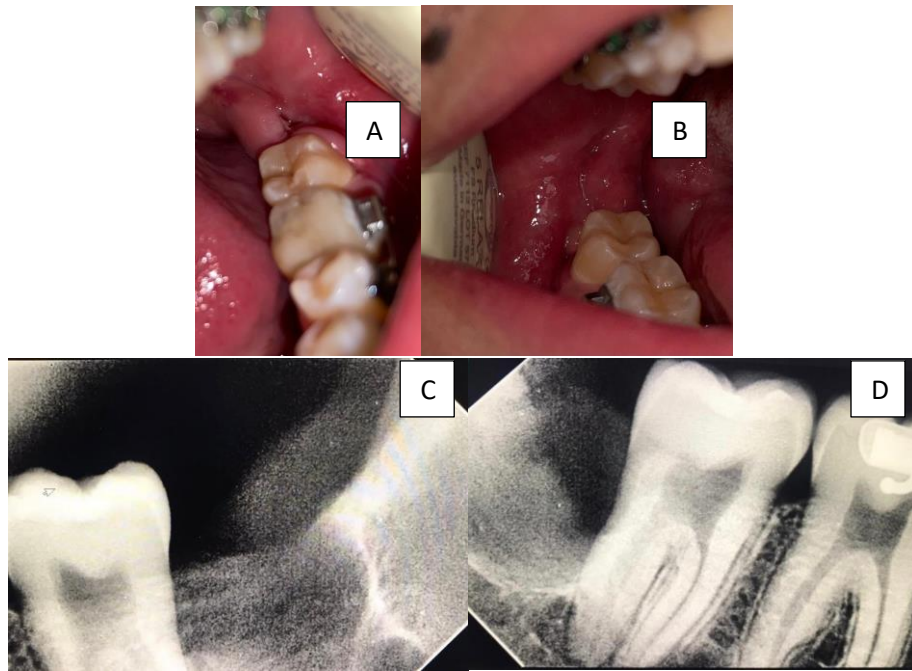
A-B: Heridas completamente cerradas; C-D: Radiografías periapicales órgano dental 3.8 y 4.8
